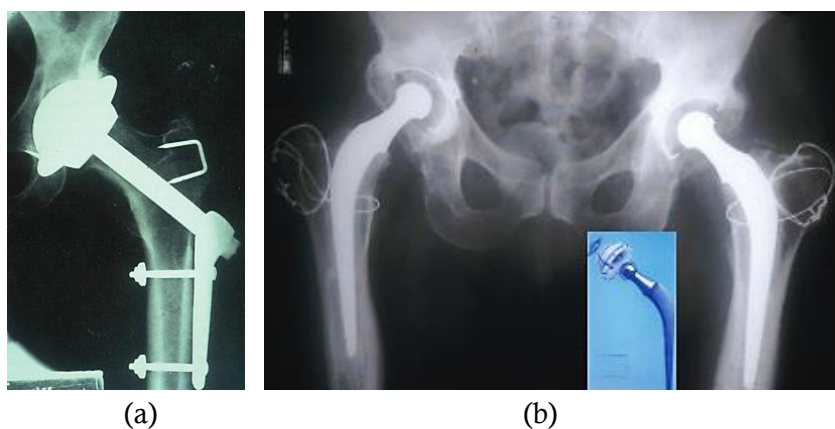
(a) Artroplastia total da anca de Wiles em 1938 [27]; (b) Radiografia mostrando artroplastias bilaterais de baixa fricção Charnley e a composição da prótese [27].
